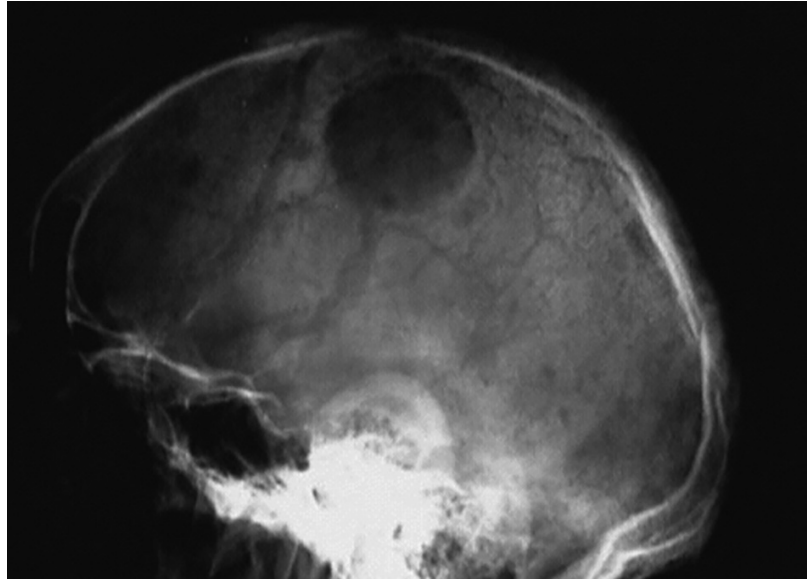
Radiographie du crâne d'un patient atteint de MM montrant l'aspect de lacunes osseuses à l'emporte-pièce traduisant l'aspect purement ostéolytique de la tumeur [5]
